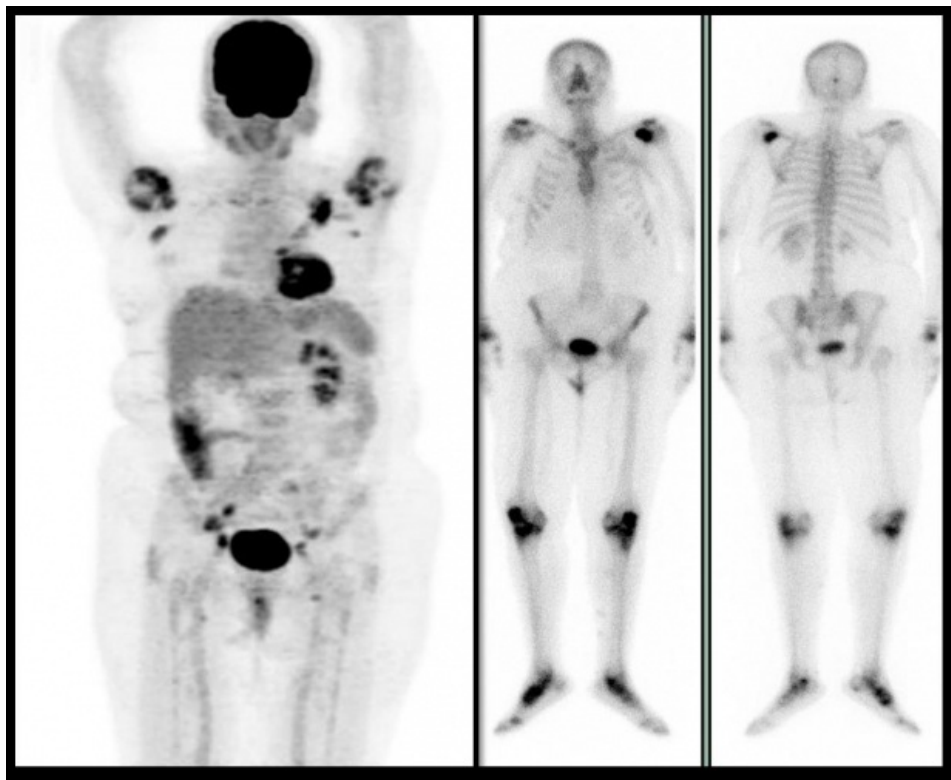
Paciente de 63 años con diagnóstico reciente de cáncer de mama, con patología articular inflamatoria de larga evolución. El gammagrama óseo (imágenes de la derecha) pone de manifiesto los cambios inflamatorios en grandes articulaciones, pero no hace evidentes lesiones en pelvis vistas en el PET (izquierda). En escápula izquierda se aprecia claramente una lesión que puede confundirse con etiología inflamatoria de hombro.
